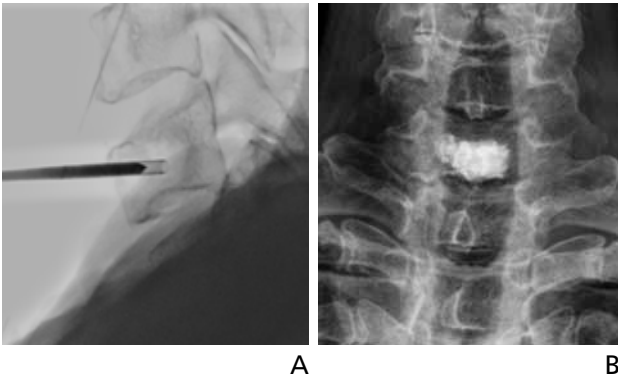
Cervical vertebroplasty for C7 metastasis from thyroid cancer. (A) Lateral fluoroscopic image shows the vertebroplasty needle placed into the seventh vertebral body using the anterolateral approach. (B) Anteroposterior radiograph after vertebroplasty shows bone cement depositing well within the vertebral body without any leakage.
